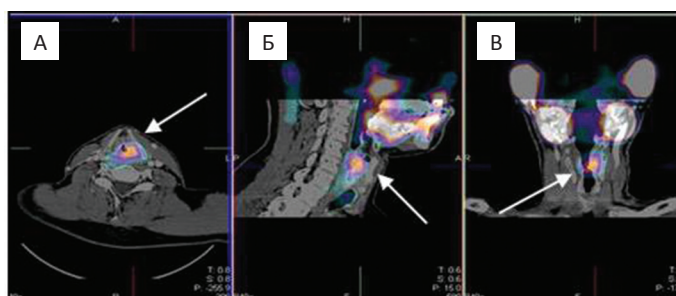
ОФЭКТ/КТ (программное совмещение) пациента с рецидивом рака гортани после введения ^{199}Tl : высокий уровень накопления индикатора в проекции левой голосовой связки (стрелки)
